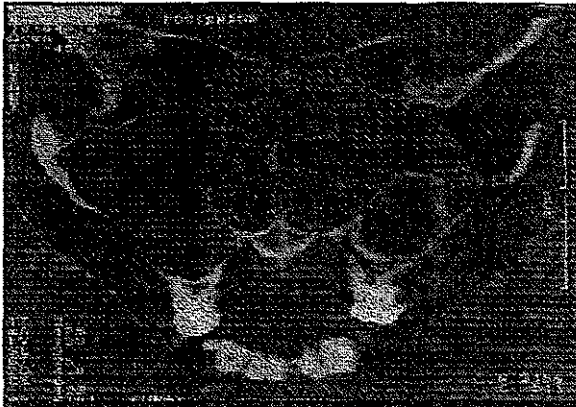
Tomografía que muestra la lesión en seno maxilar¹
